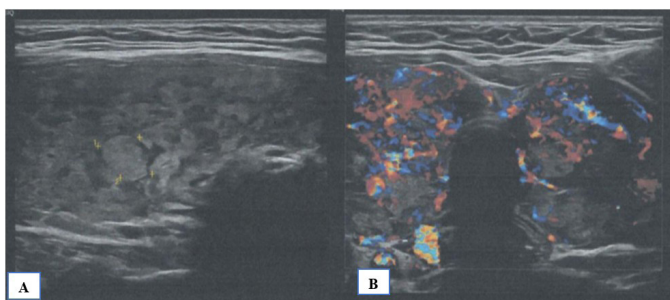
Gușă difuz-nodulară gr. III-IV (Pacienta P.L.) aspect ecografic: A. Imaginea nodulului din lobul drept; B. Vascularizarea glandei tiroide „thyroid inferno”
